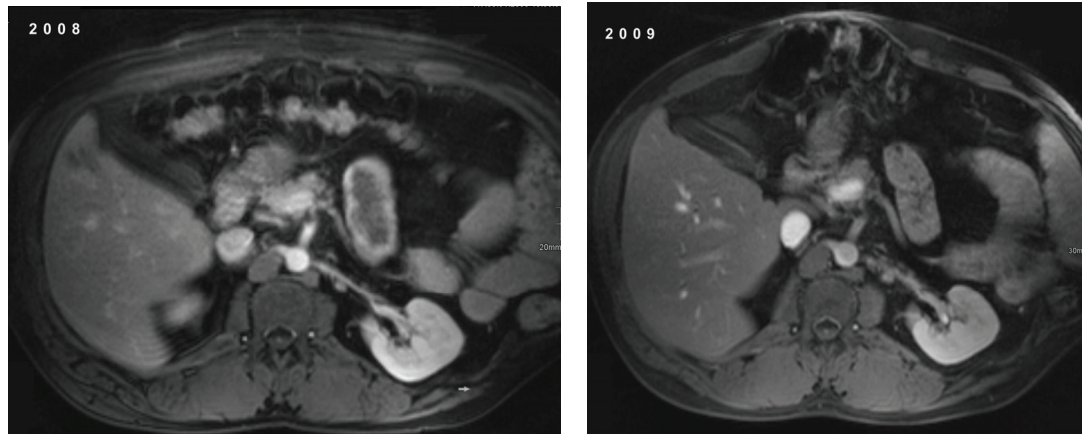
MRT Befunde. Multiple knotige Formationen um den linken Nierenstiel, die im Jahr 2009 im Vergleich zur MR-Voruntersuchung vom 2008 langsam progredient erschienen und als lokales Rezidiv eines Phäochromozytoms gewertet wurden.
